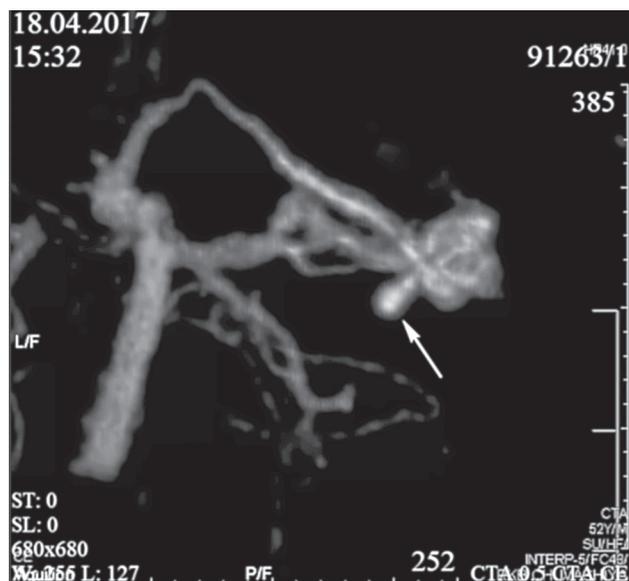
КТ-ангиография церебральных сосудов с контрастным усилением, артериальная фаза. 3D-реконструкция. Определяется АВМ сосудистого сплетения нижнего рога бокового желудочка с мешотчатой аневризмой (стрелка)
